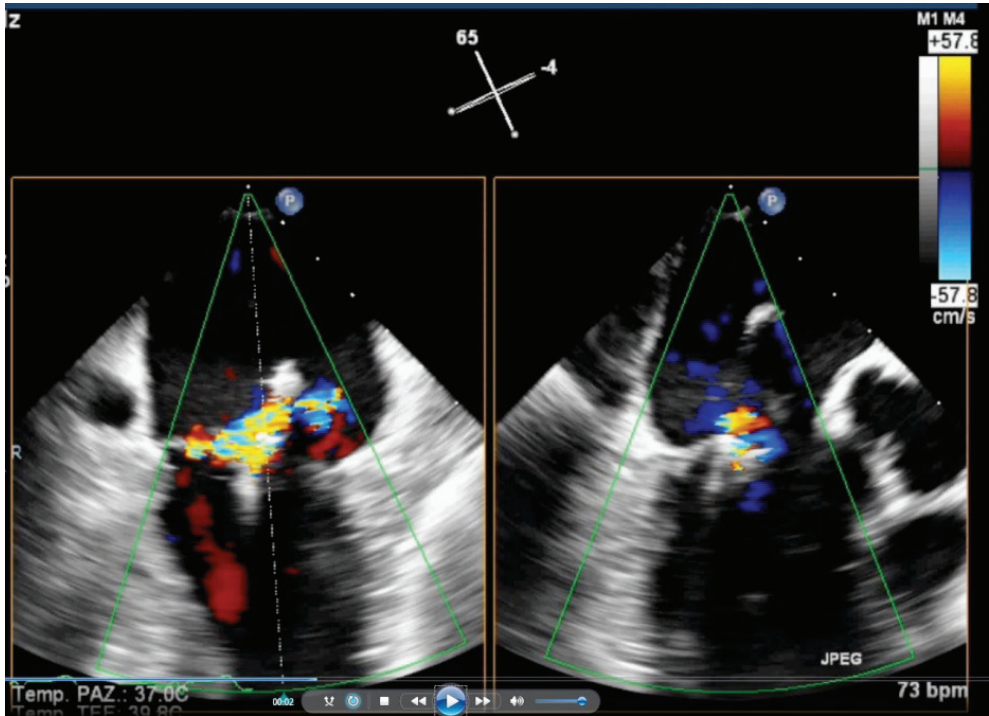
Ecocardiogramma transesofageo bidimensionale. Stesso paziente della figura 3 dopo riposizionamento della clip. Risultato soddisfacente. Residua lieve rigurgito
